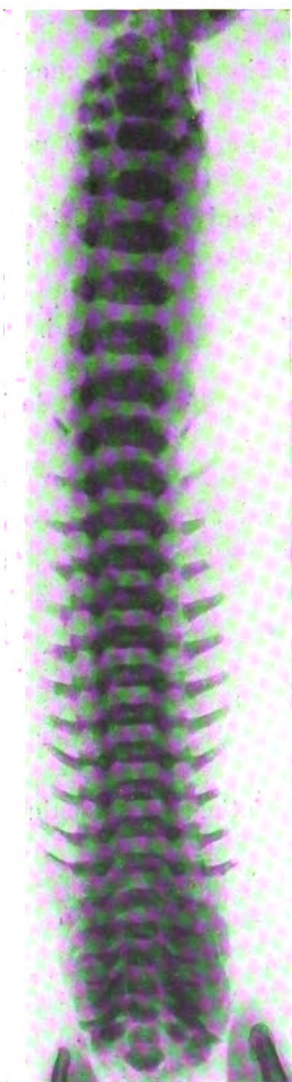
Radiographie du rachis du nouveau-né. On perçoit l'écartement normal des lames, surtout marqué aux deux extrémités de la colonne vertébrale. L'absence de soudure osseuse des lames se voit mieux sur la figure 2.
